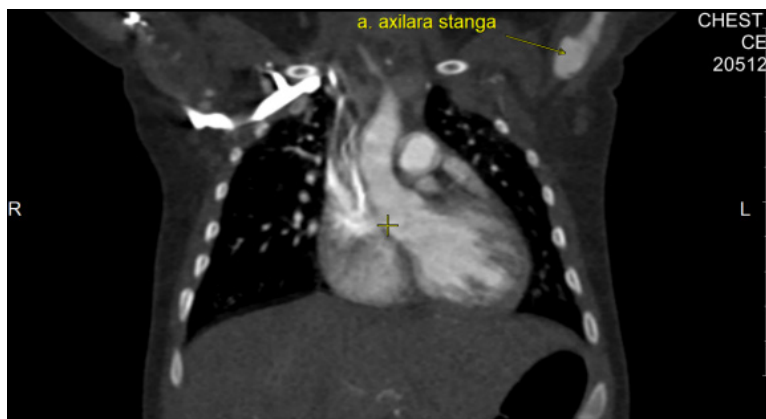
Angio-CT evidențiind un anevrism al arterei axilare stângi.
